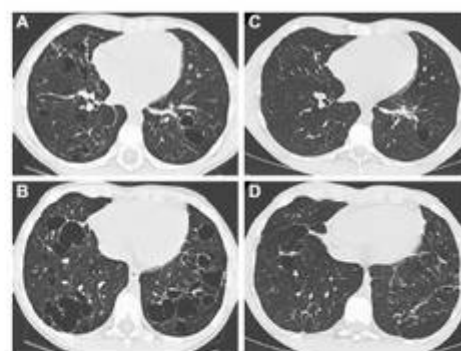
Transverse sections of high-resolution CT scans of the chest at the lung window (widths of –600 to 1600 HU). (A, B) At the end of 1 year of treatment with vinblastine and corticosteroids, diffuse pulmonary cystic
